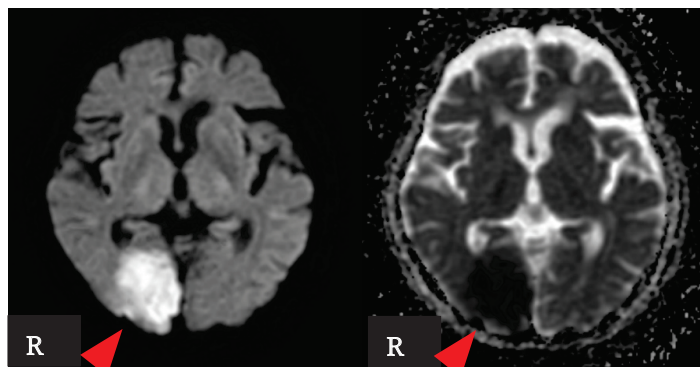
入院時頭部 MRI 検査 (左 : DWI, 右 : ADC)
